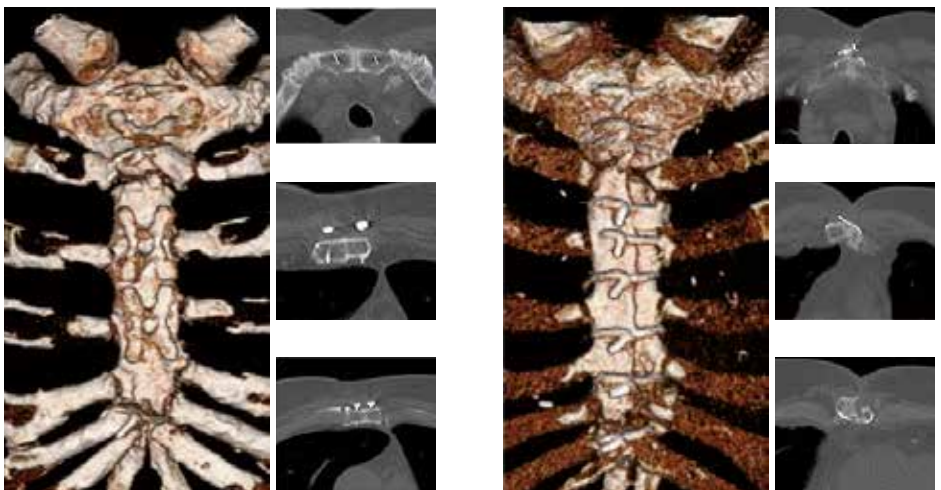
CT der Knochenheilung nach 6 Monaten mit Osteosyntheseplatten (links) und Drahtcerclage (rechts)
